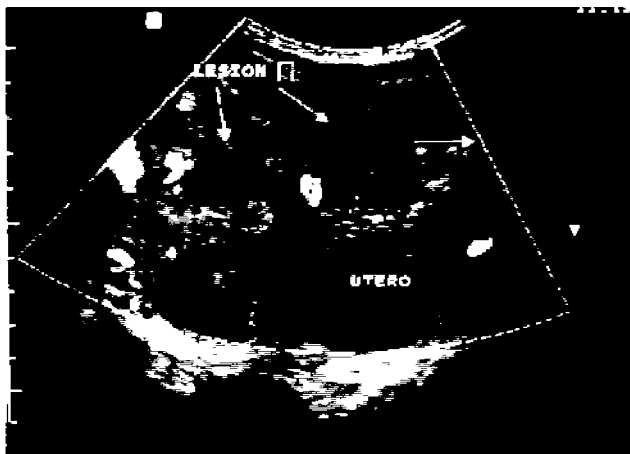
Tumor Germinal Mixto de ovario derecho. Femenino de 9 años. Ultrasonido Doppler con aplicación de "Angio Power Doppler" en el que se observa tumor anexial moderadamente vascularizado.
